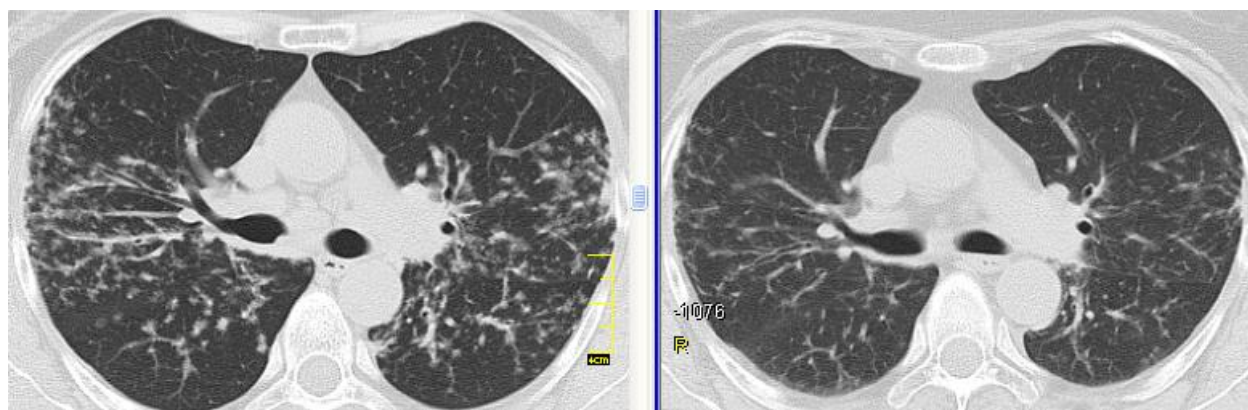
КТ хворий Ш., саркоїдоз органів дихання II стадії; ліворуч – до лікування, праворуч – через 3 міс. терапії метилпреднізолоном: значне зменшення дрібновузликової дисемінації й ретикулярних змін у паренхімі легень
